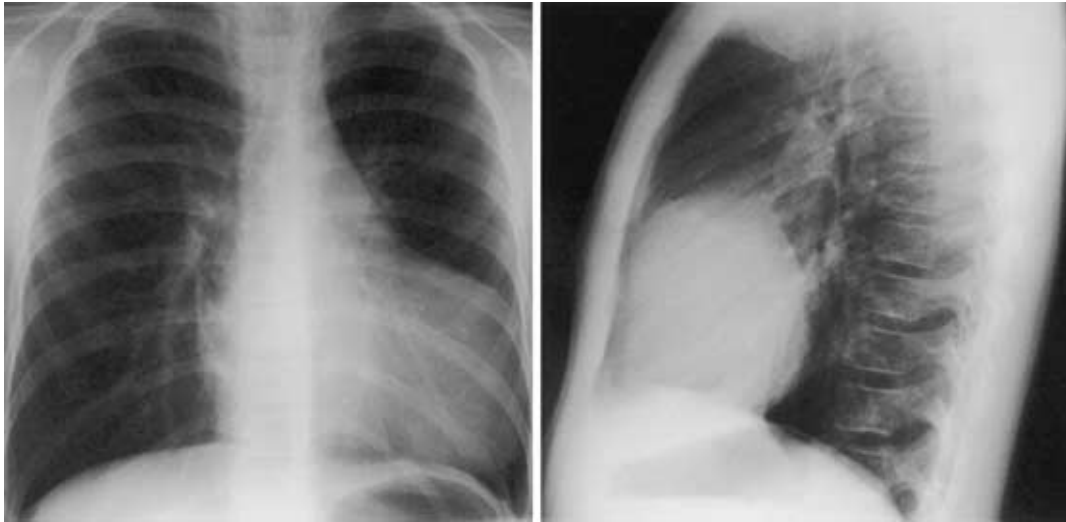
Chest X-ray film on admission shows a mass shadow in the left lower anterior lung field adjacent to the heart.
